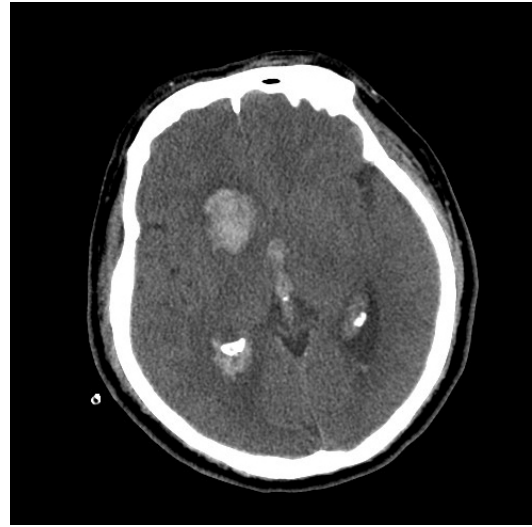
Brain computed tomography scan showed acute intracerebral hemorrhage in the right frontal lobe, extending into the ventricles.
